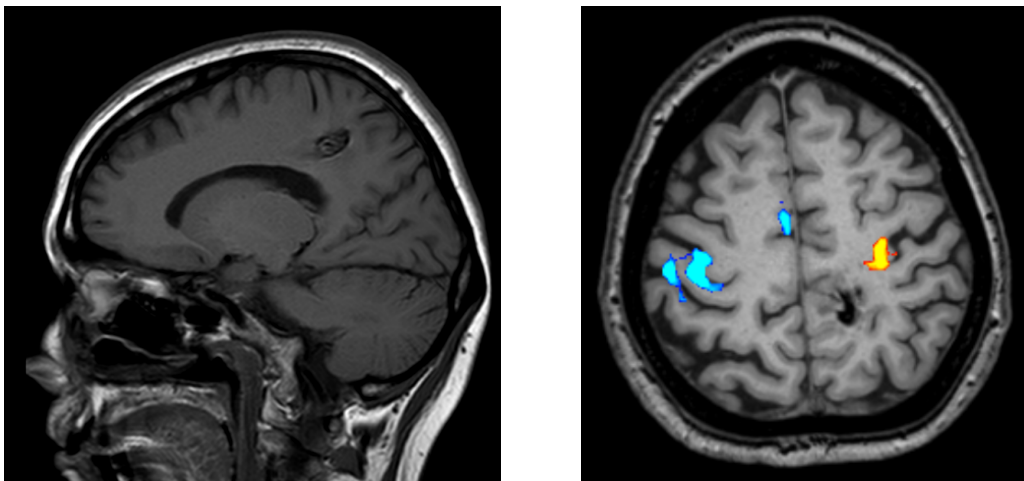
Izquierda. RM cerebral secuencia T1 evidenciando una lesión sugestiva de cavernoma paracentral Derecha. RM funcional, en donde puede observarse la localización del área motora primaria 1,5 cm ventral con respecto a lesión.
